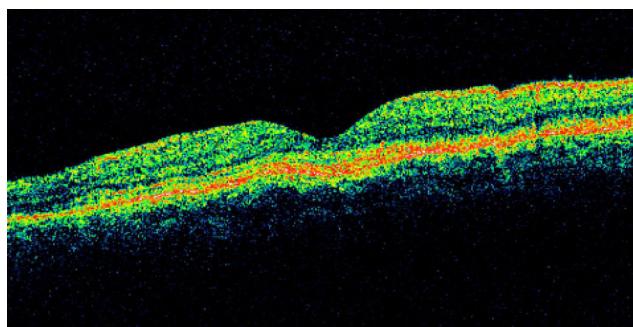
Tomografía de coherencia óptica, mácula ojo derecho.
